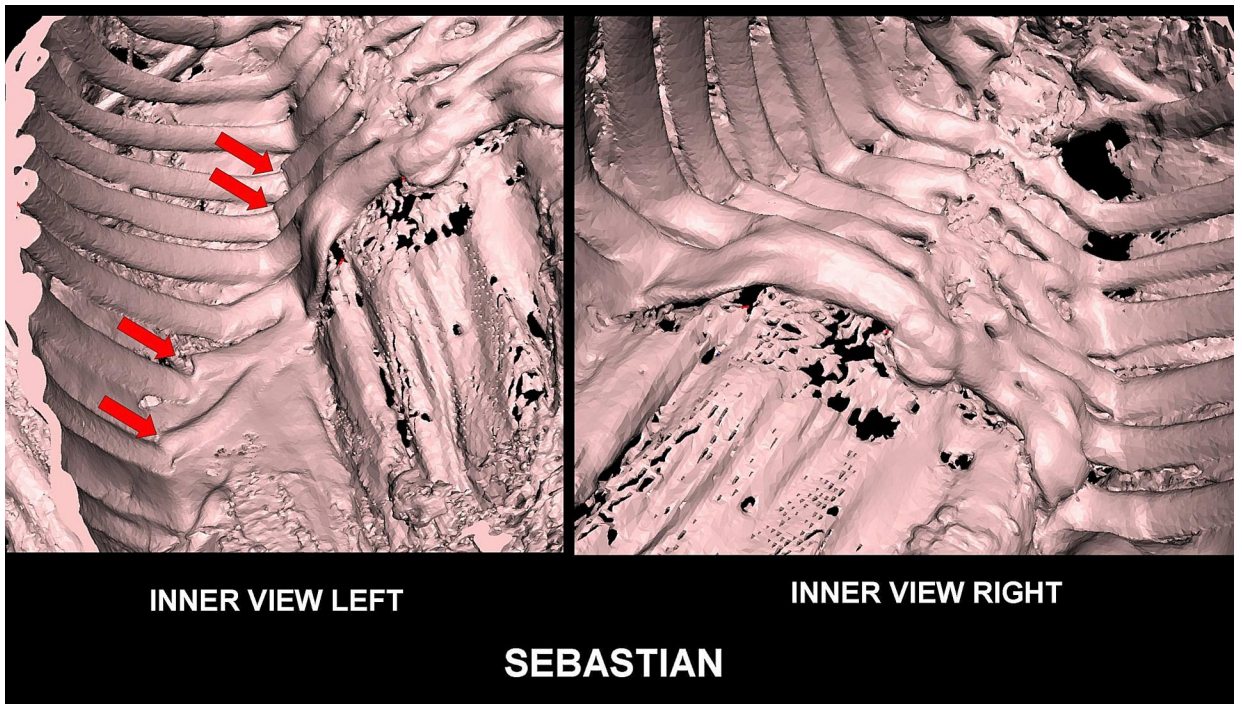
TC en 3D que muestra el aspecto interno de la caja torácica. Se observaron subluxaciones en las uniones costochondrales 6^a, 7^a, 10^a y 11^a izquierdas (flechas rojas).
